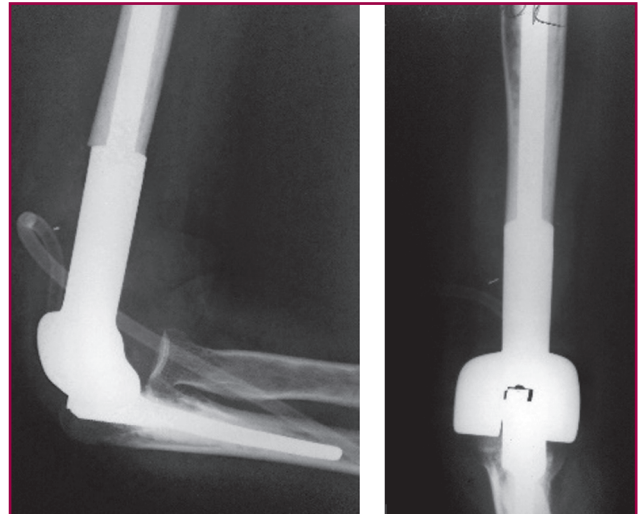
Фотовідбитки рентгенограм пацієнтки В. після резекції дистального відділу плечової кістки й ендопротезування ліктьового суглоба
